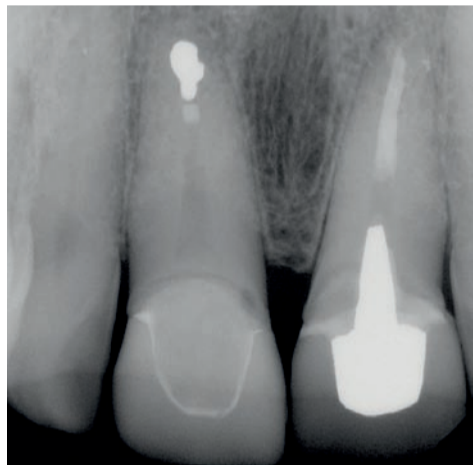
Radiografia iniziale. I denti 8 e 9 sono falliti dal punto di vista endodontico.
